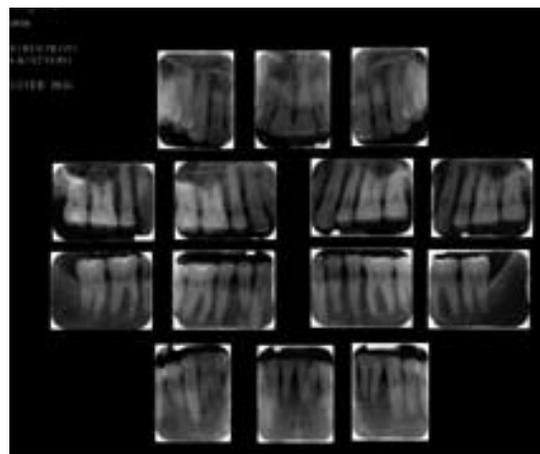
Juego periapical Inicial.
